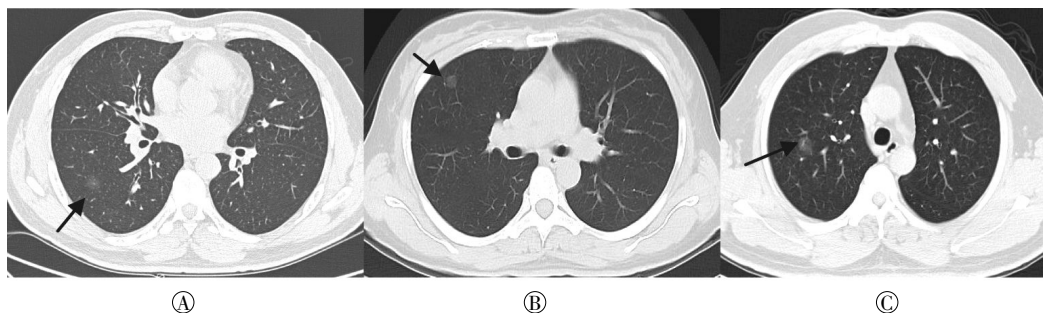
肺不典型腺瘤样增生患者CT平扫图 图中, A: 患者男性, 48岁, 右肺下叶外基底段见一直径约9 mm磨玻璃密度结节, 边缘欠清晰, 见浅分叶, 病灶内见血管纹理穿过; B: 患者女性, 43岁, 右肺中叶外侧段胸膜下见一直径约9 mm磨玻璃密度结节, 边缘清晰, 未见分叶及毛刺; C: 患者女性, 47岁, 右肺上叶后段见一直径约9 mm磨玻璃密度结节, 边缘清晰但欠规整, 见浅分叶。黑色箭头指示为肺不典型腺瘤样增生结节。
